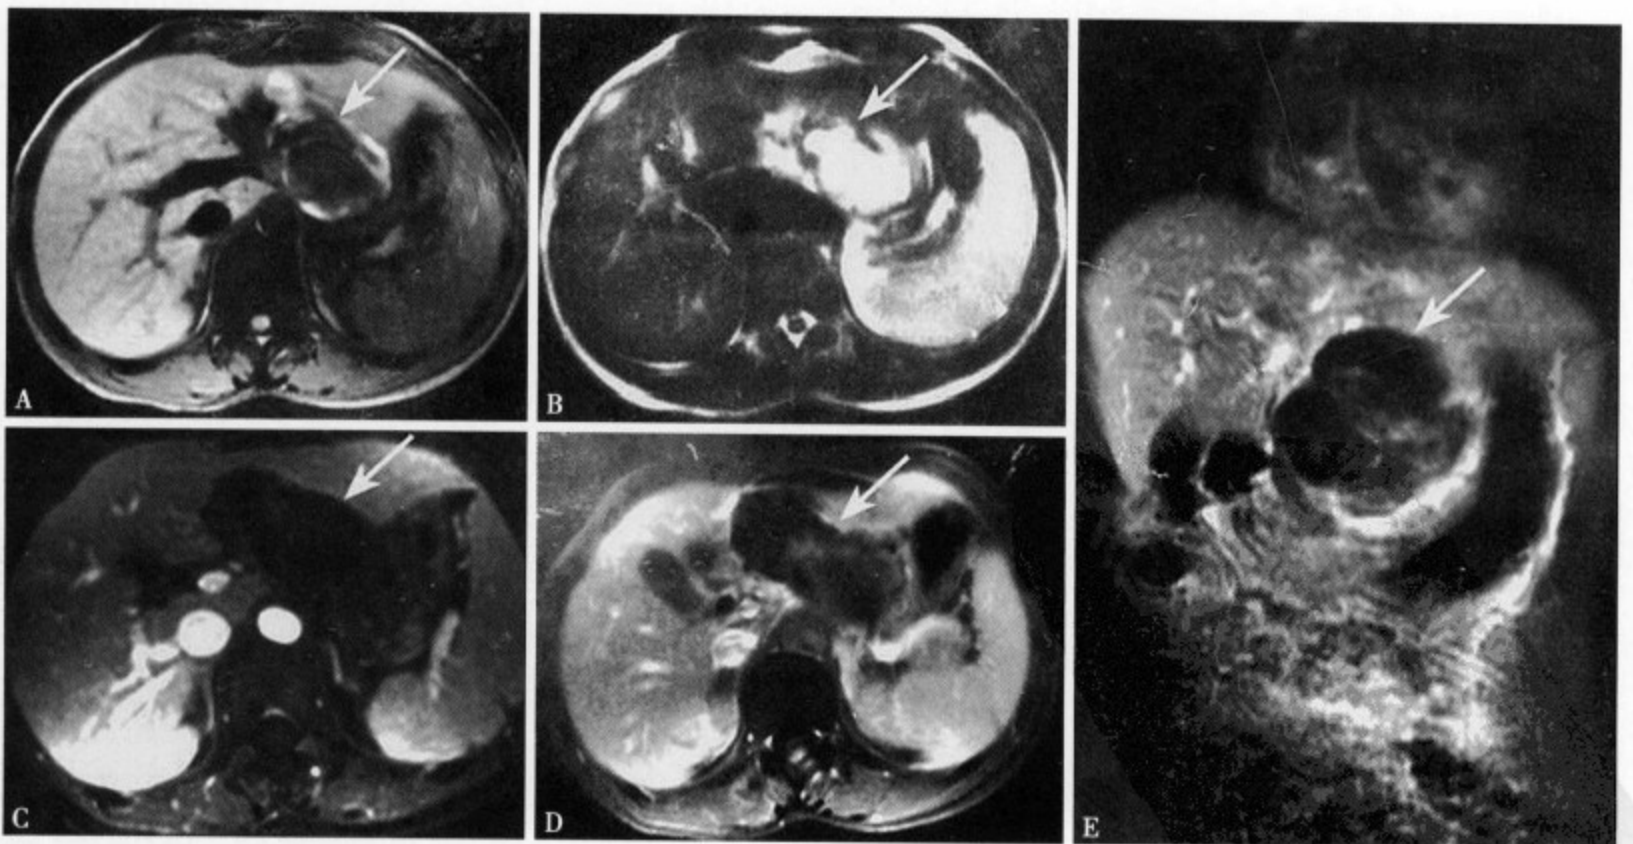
T₁WI (A) 显示肝左叶后缘与胃小弯之间可见一类圆形低信号病灶，约 3cm × 4.5cm 大小，大部分边缘清楚；T₂WI (B) 病变呈明显的高信号，大部分信号均匀；增强 MRI 动脉期 (C) 病变呈椭圆形低信号，病灶内及边缘部未见强化；静脉期 (D) 病灶内显示轻微强化，前右侧缘边缘部可见少许环状强化；增强 MRI 冠状位 (E) 显示病变呈类圆形，轻度分叶，边缘有轻度不连续环形强化，其内部也有不规则形轻微强化
